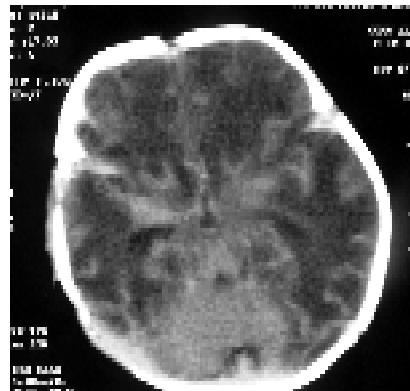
双侧大脑半球额顶叶见广泛不规则低密度水肿灶,CT值14 HU。
